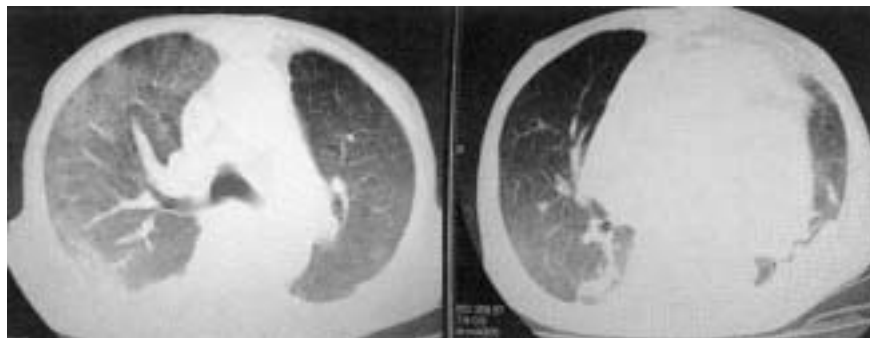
Chest CT : one week after steroid pulse therapy
